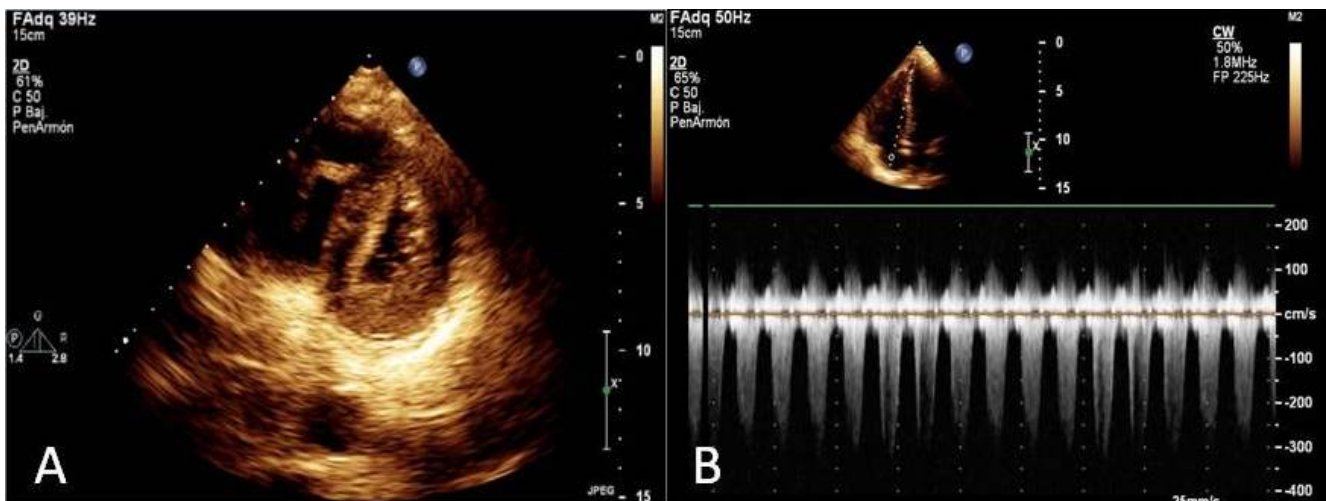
A. Eje corto paraesternal donde se observa desplazamiento del tabique interventricular hacia la izquierda. B. Vista apical de 4 cámaras, con Doppler continuo, donde se observa aumento del gradiente transvalvular tricuspídeo.
